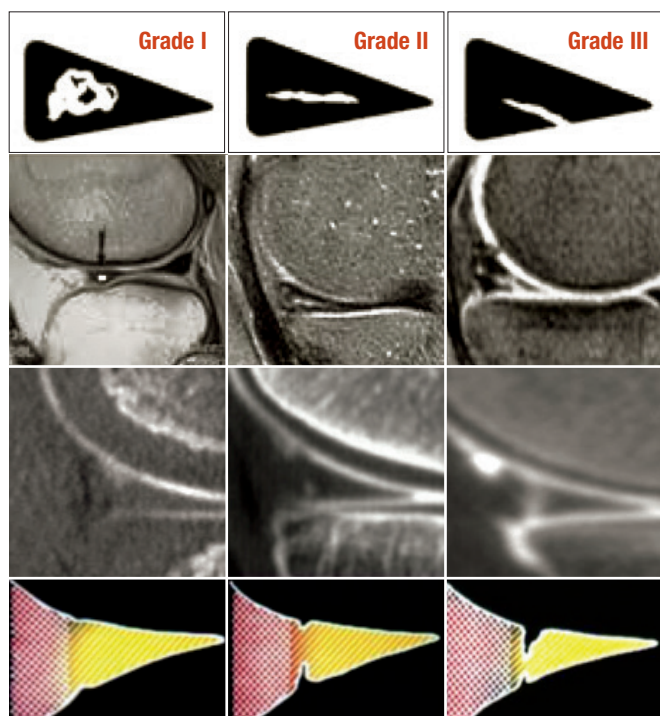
Classification des lésions méniscales à l'imagerie. IRM et arthroscanner.
